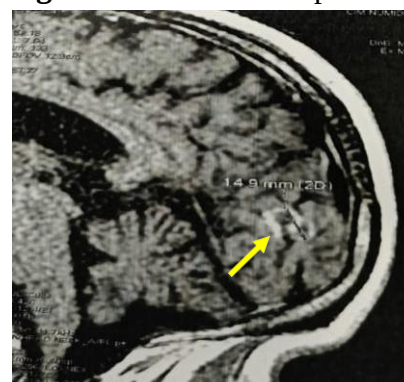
IRM cérébrale de contrôle du patient 04
